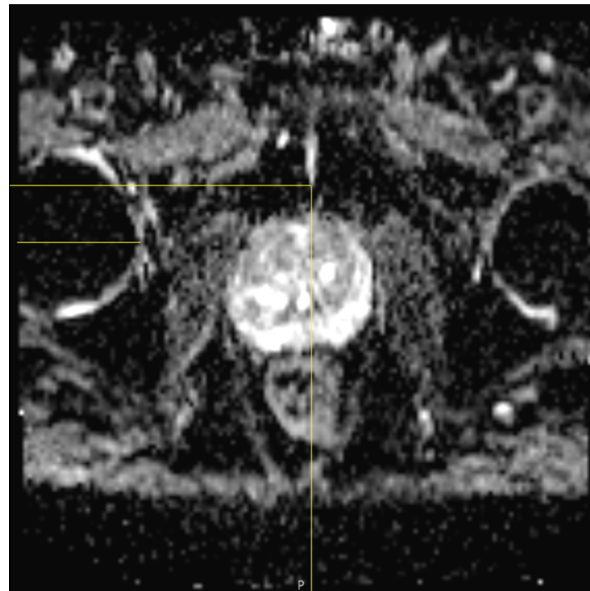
Streckenmessung DWI-ADC
